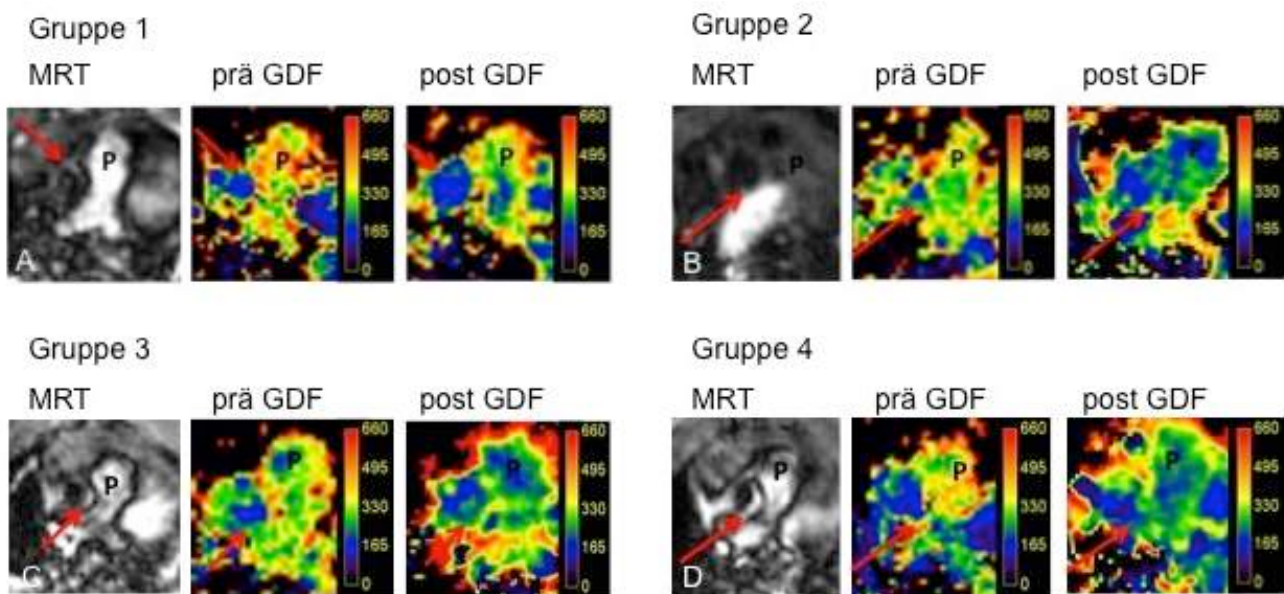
T_1 -Map auf Basis der SR-Sequenz im Vergleich zur T_1 -gewichteten MRT
